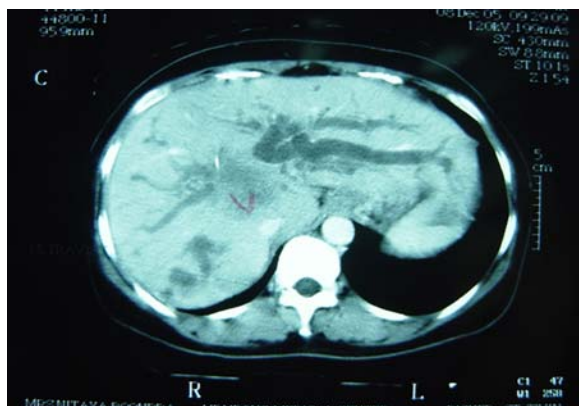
CT scan of liver showed marked dilated left intrahepatic bile duct in the second patient
